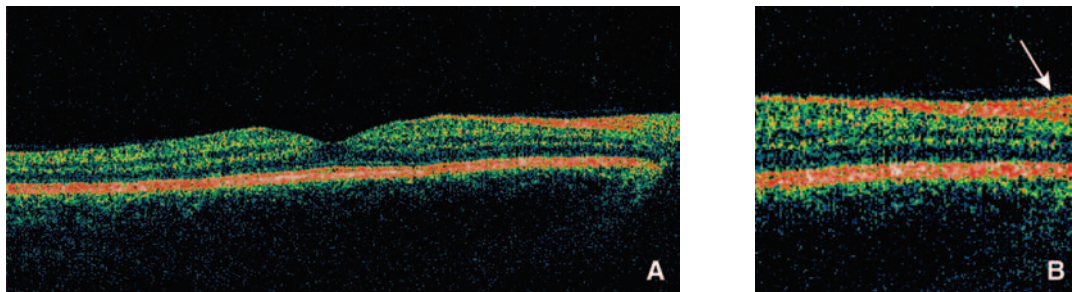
Interprétation de l'optical coherence tomography (OCT).
